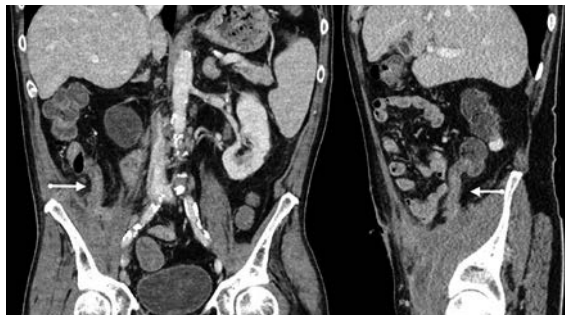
Koronare und sagittale Schnittbilder einer Kontrastmittel-gestützten CT bei appendico-präperitonealer Fistel (weisse Pfeile).
